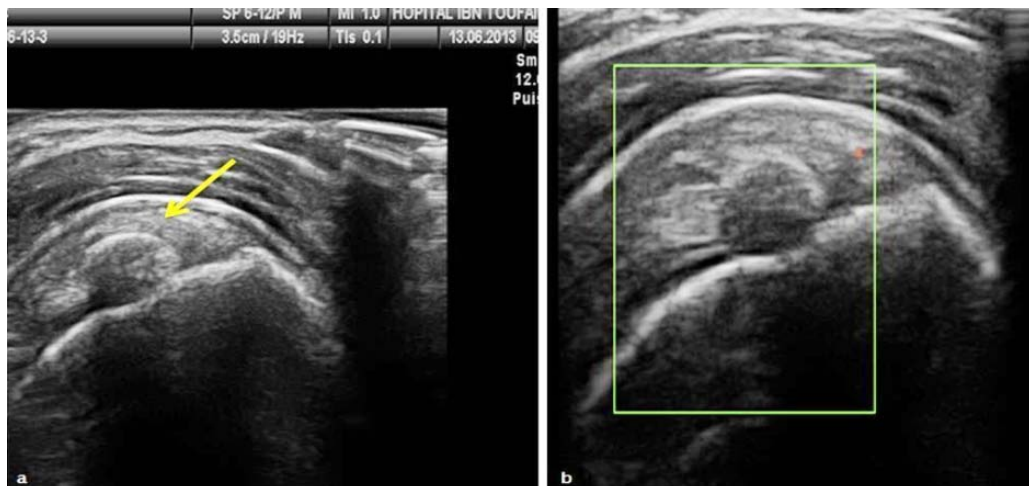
Coupe coronale oblique du supraspinatus. Tendinopathie calcifiante: épaississement hypoéchogène avec calcification intra-tendineuse (a) –flèche jaune– non active au doppler énergie (b).
